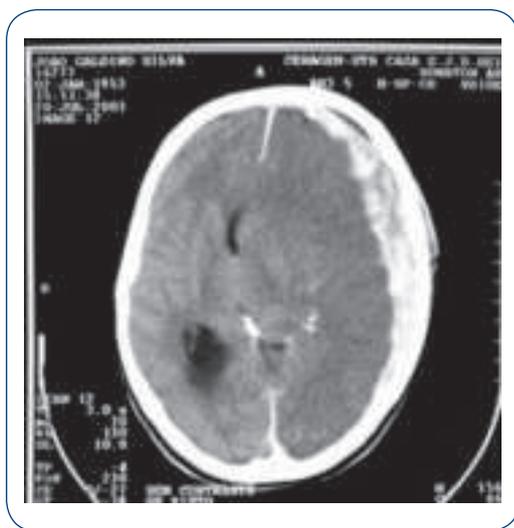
Lesão axonal difusa – CT crânio.
